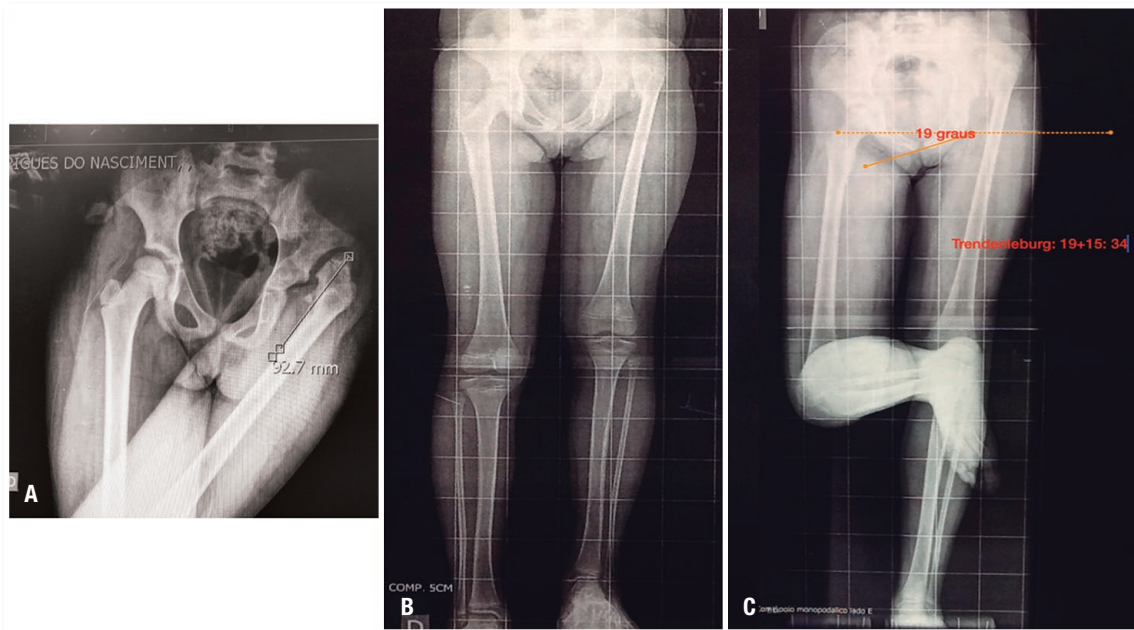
(A) Radiografia AP de bacia em adução máxima. (B) Radiografia panorâmica em AP com a bacia nivelada com compensação de 5cm. (C) Radiografia panorâmica AP em apoio monopodálico pré-operatório. Note que os 19 graus de adução são somados aos 15 graus adicionais, resultando em 34 graus. Este valor final será a quantidade de valgização necessária para realizar o suporte pélvico e eliminar a queda da pelve e sinal de Trendeleburg
